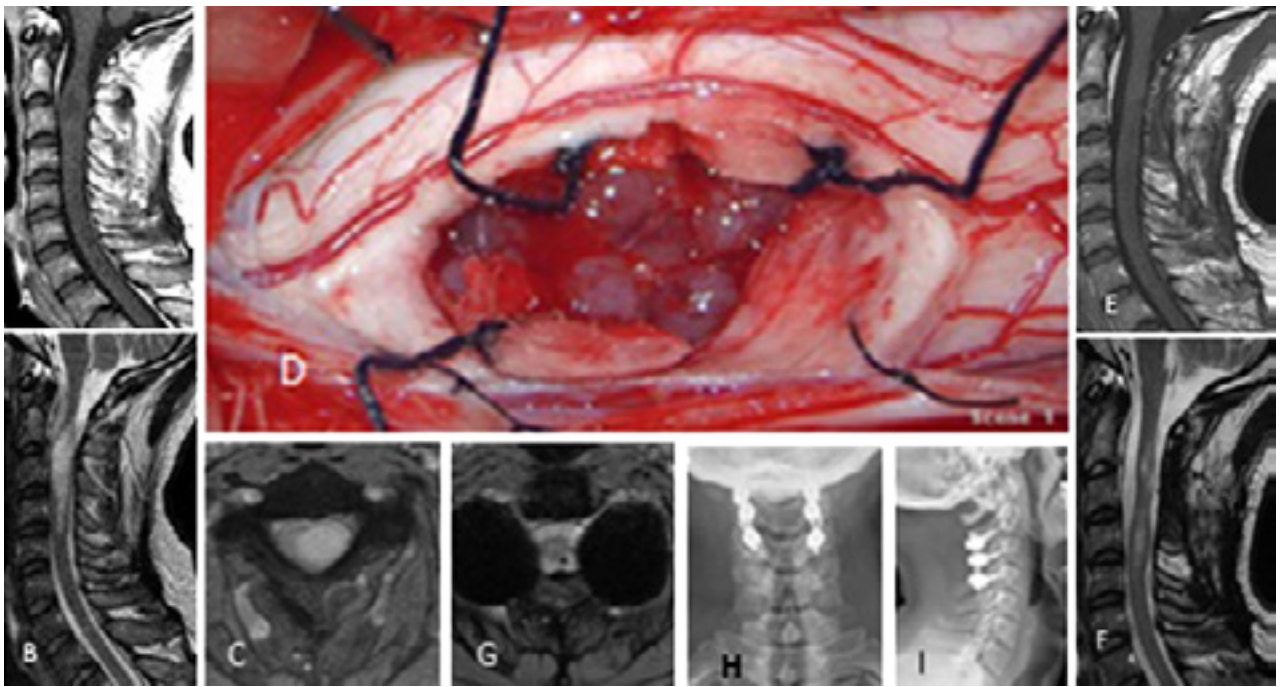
Subependimoma medular. A-C) RM prequirúrgica T1 con contraste axial y sagital/ T2 sagital. D) Imagen intraoperatorio. E-G) RM posoperatoria T1 con contraste sagital/ T2 cortes axial y sagital. H-I) Radiografía cervical frente y perfil post-instrumentación.
